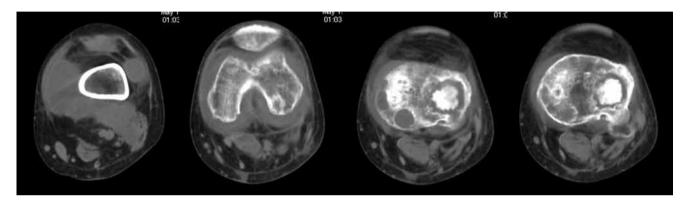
TC cortes axiales simples. Colección periarticular y erosiones óseas, periféricas y centrales.
